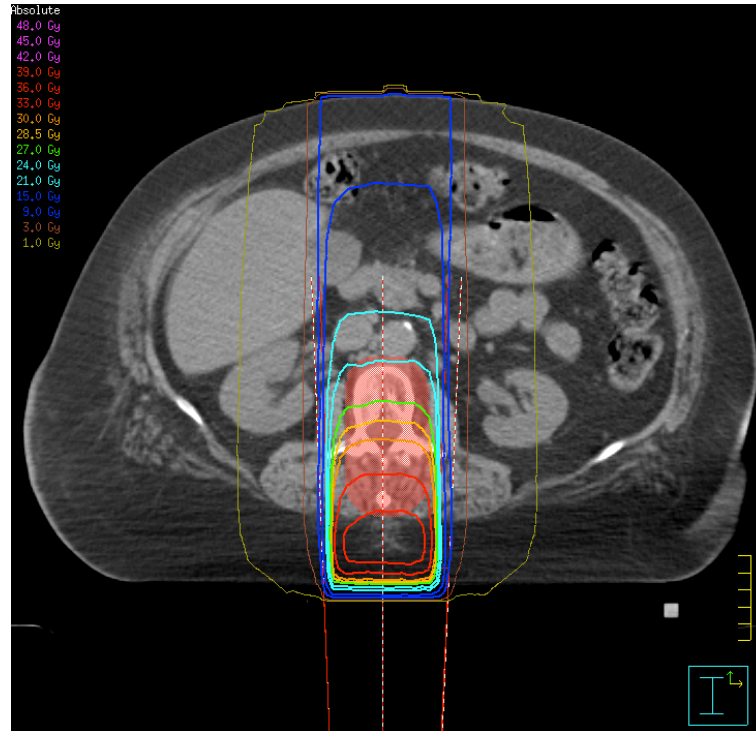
beispielhafte Dosisverteilung der 1F18-Technik im transversalen CT-Schnittbild.
